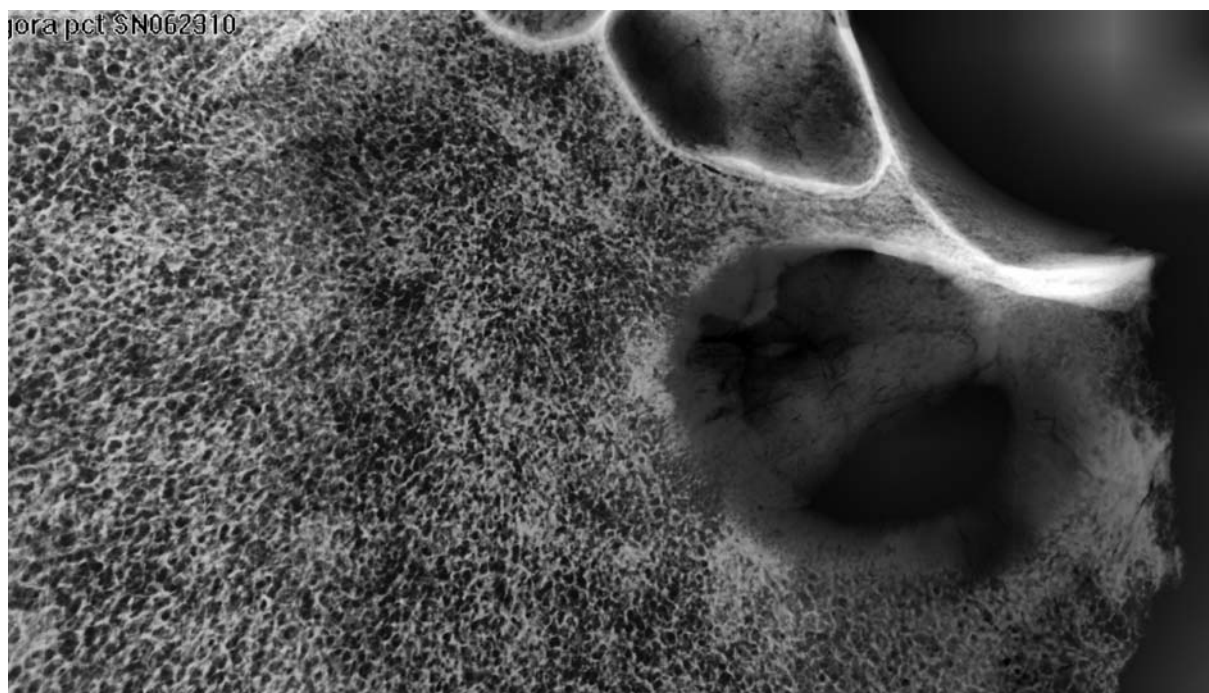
Картина обширного некроза на лобной кости. Микрофокусная рентгенограмма
